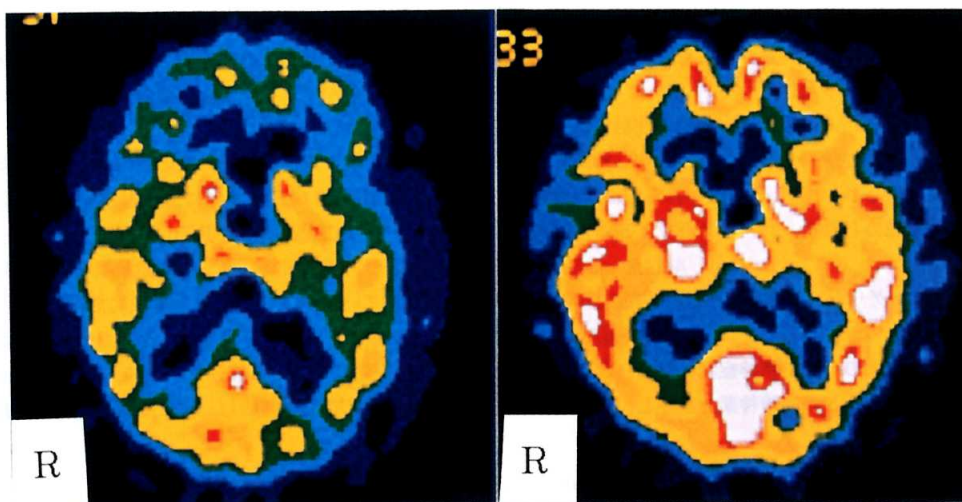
Brain quantitative SPECT on the 18th hospital day (left) and the 67th hospital day (right).
